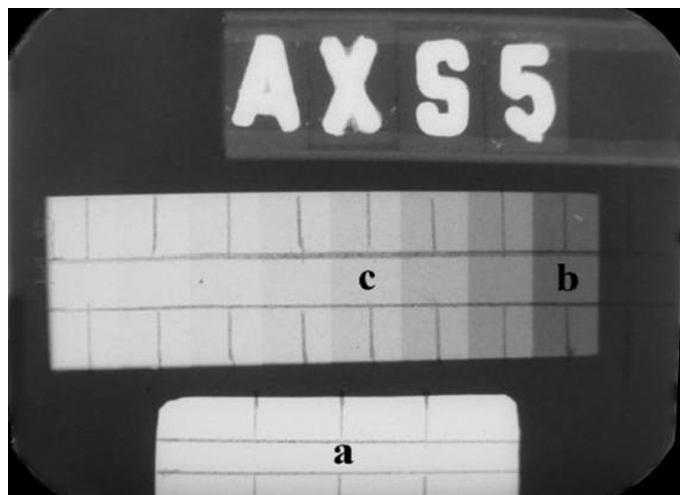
Radiografia com as imagens da placa de chumbo e da escala de densidade. Na placa de chumbo (a) foram mensuradas as densidades de base e velamento e na escala de densidade foram obtidas as densidades ópticas dos degraus de 2 (b) e 8 (c) milímetros.
